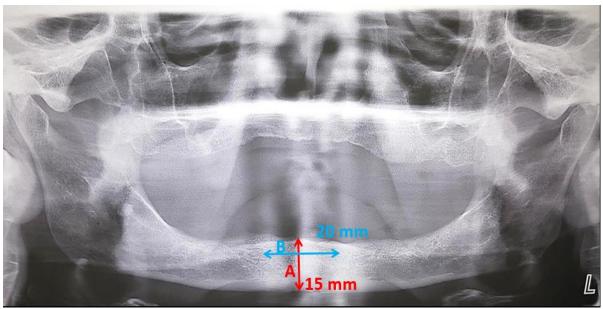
Ortopantomografía. A) Altura del reborde alveolar. B) Distancia entre agujeros mentonianos. Fuente directa
